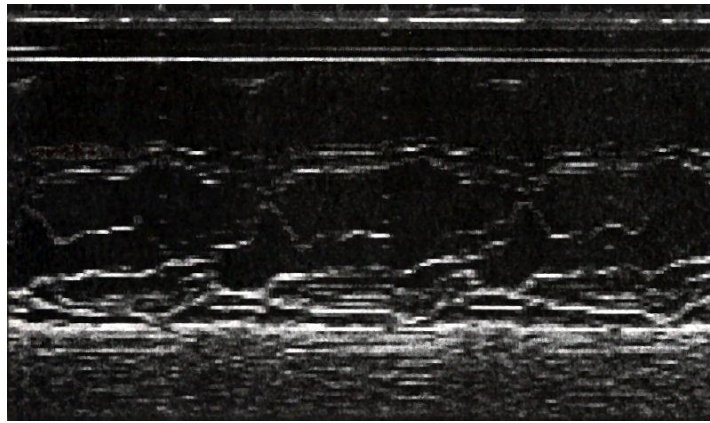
Imagen de ultrasonido en modo M de un sujeto con funciones normales en la válvula mitral. El eje horizontal representa el tiempo. La signatura (marca o nota puesta en una cosa para distinguirla de otras) del eco de la válvula mitral de una aleta triangular fina de una válvula del corazón con la ilustración de apertura y cerradura [6].
